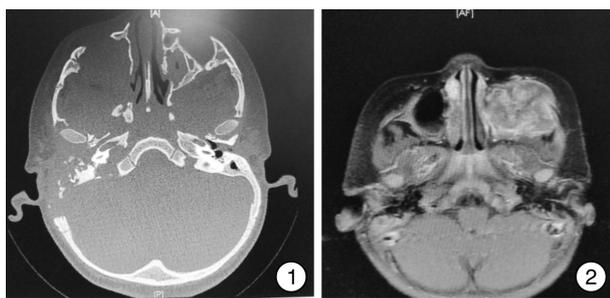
耳部 CT 所示 双侧上颌骨、颞骨、中颅窝底部及左侧额骨广泛破坏,右侧耳部多发骨质破坏及软组织肿块影; 图 2 鼻部 MRI 所示 左侧颞窝部分软组织可见类似信号,左侧上颌窦区占位病变,肿瘤性病变。
